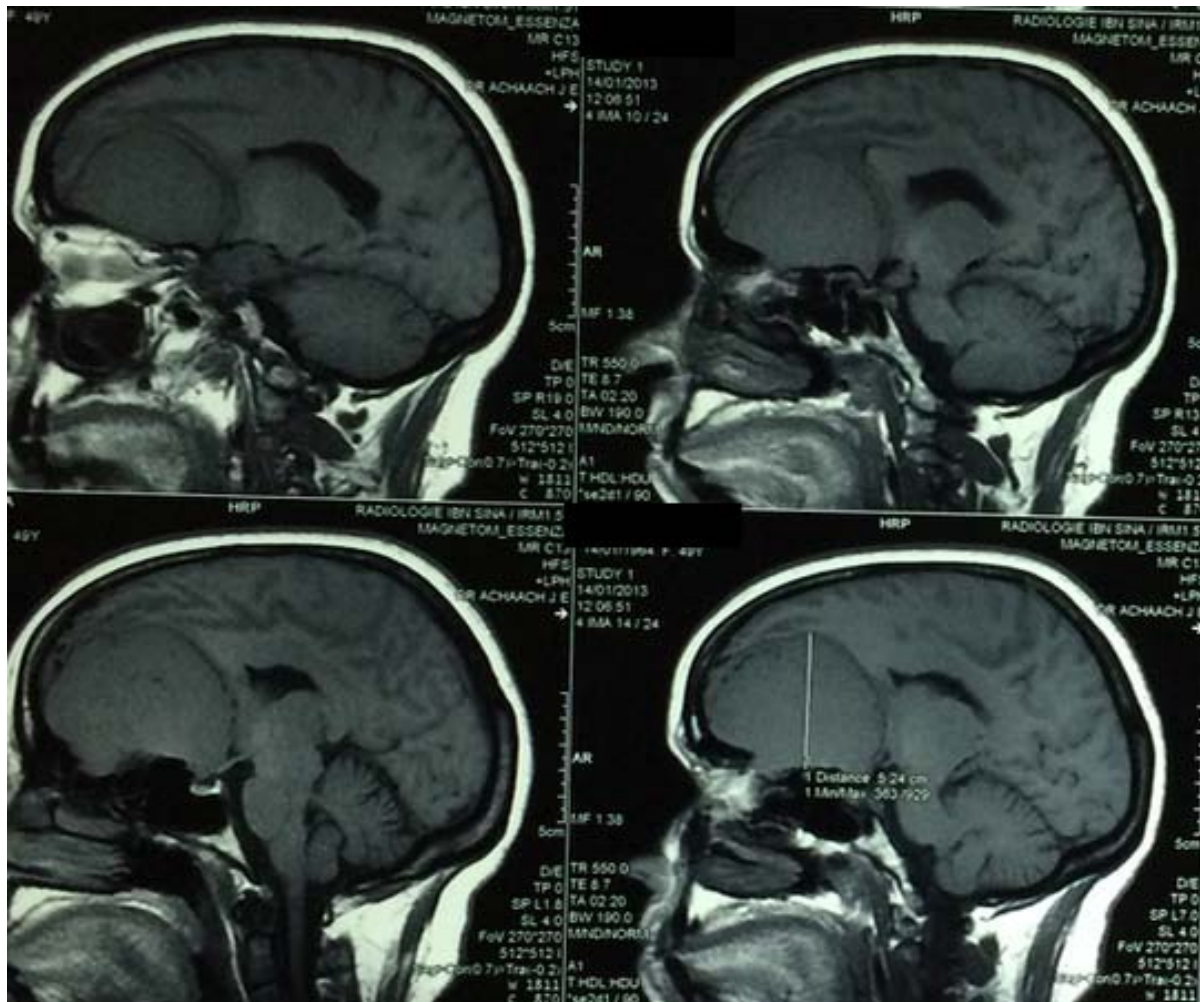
IRM cérébrale, coupe sagittale, en séquence T1, objectivant un méningiome éthmoïdofrontal iso intense avec important effet de masse sur les lobes frontaux et les ventricules latéraux.
